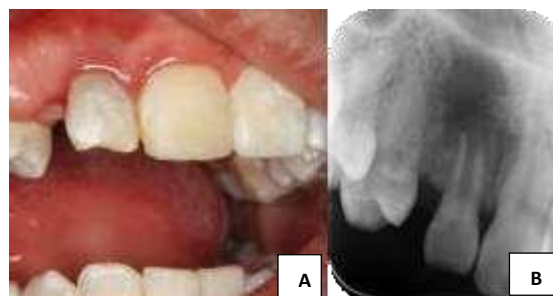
Dente 12: (A) Aspecto clínico inicial; (B) Radiografia inicial.
